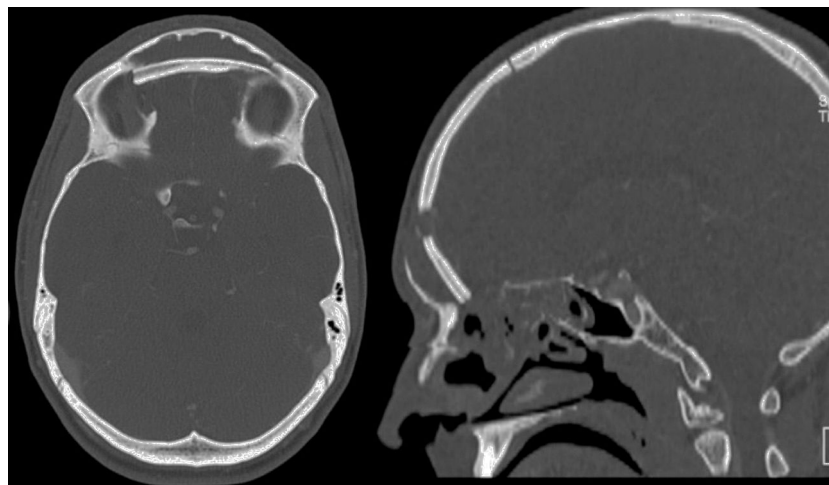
TC postoperatorio (corte axial y sagital). Correcta consolidación ósea sinusal tras la cranealización del seno frontal y la obliteración del ducto mediante el relleno con injerto autólogo de calota.
